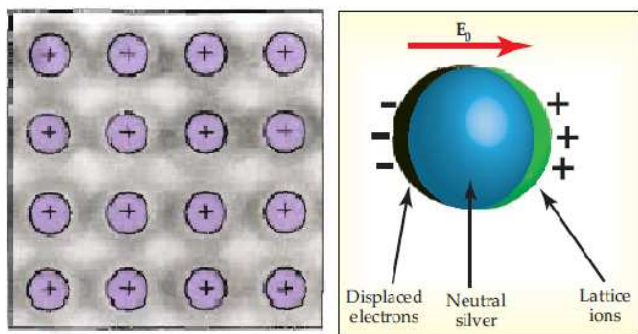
a) Sección transversal de la estructura cristalina de un metal, donde se representan la carga positiva dentro de un círculo que representa el núcleo y los electrones internos del átomo. El área gris que rodea a cada ion simboliza la nube de electrones deslocalizados. (CHANG y COLLEGE, 2002) b) Representación de la Resonancia de Plasmón de Superficie en una nanopartícula de plata. Cuando un haz de luz externo incide sobre la nanopartícula, su campo eléctrico desplaza periódicamente los electrones de la esfera con respecto a la red. (STOCKMAN, 2011).
